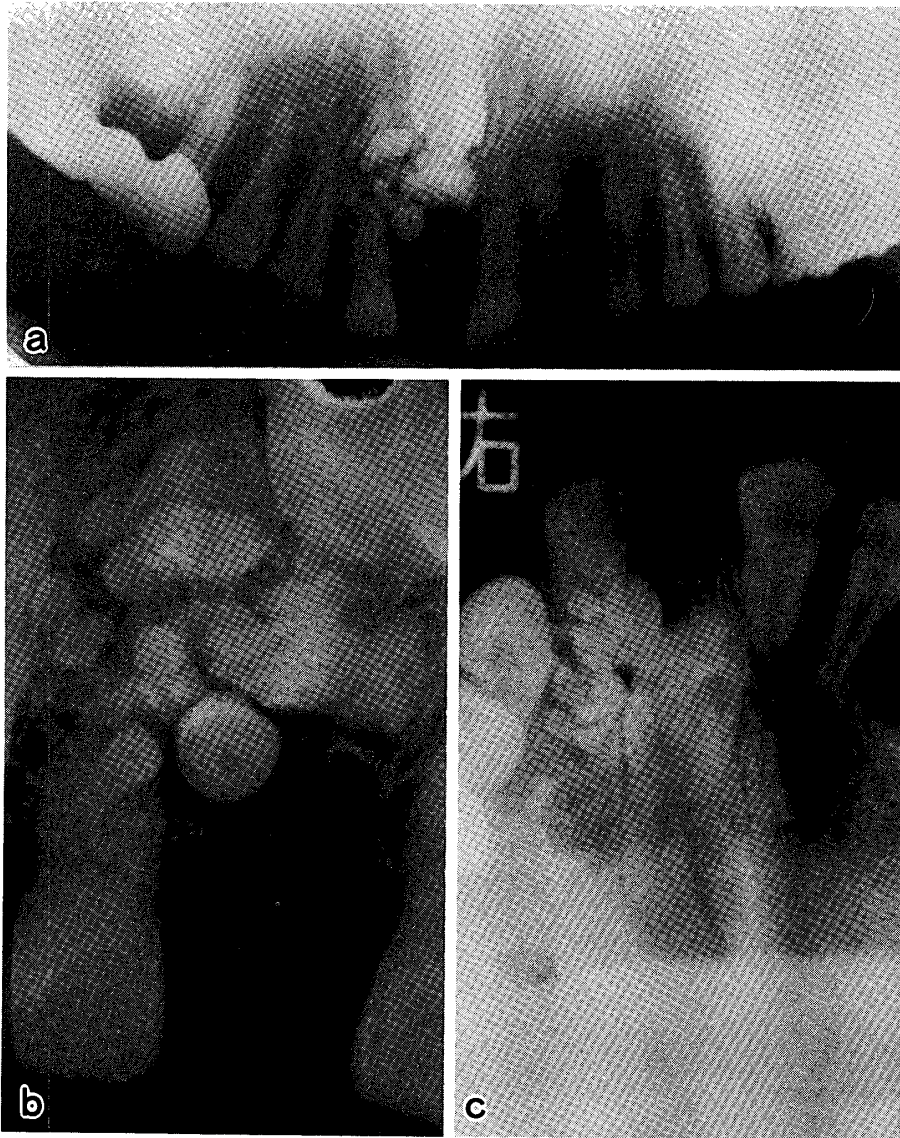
集合性歯牙腫の1例 (a:パノラマ X線像, b:歯科用 X線像, c:咬合用 X線像;埋伏歯の歯冠周囲に, 矮小歯の集合体が認められる。病変は一層の X線透過帯に囲まれている。)
